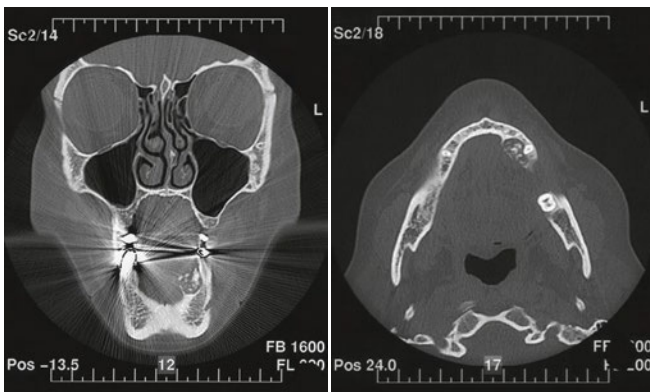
CT Schädel, Pindborg-Tumor regio 33–35
